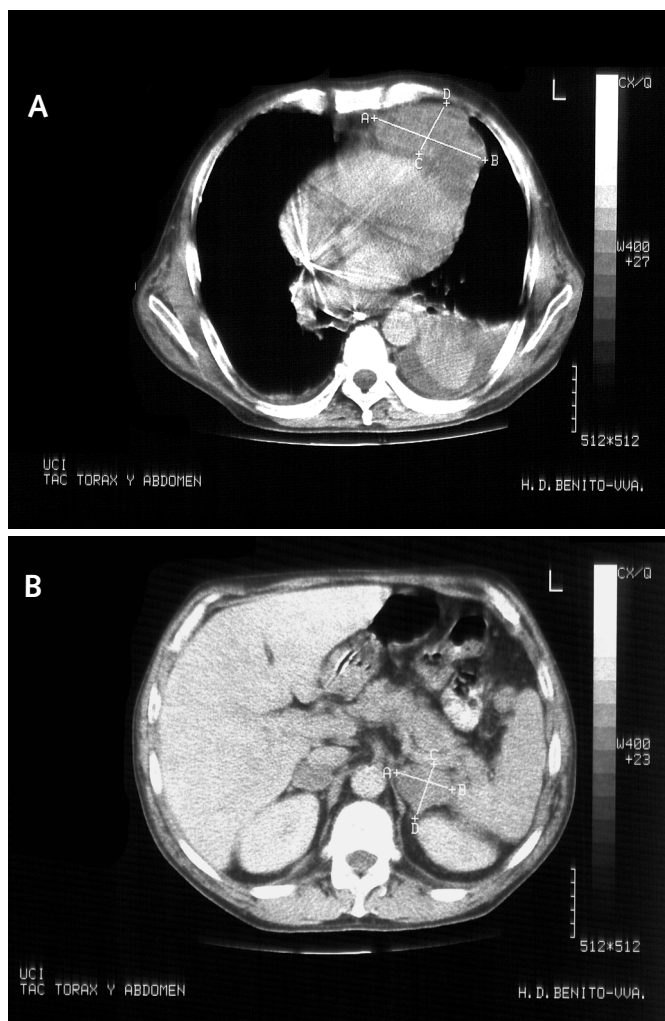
A: TAC de tórax que demuestra una masa pulmonar de bronquio de lóbulo inferior izquierdo con adenopatías en mediastino y atelectasia lobar inferior izquierda. B: TAC de abdomen en el que se evidencia una masa suprarrenal izquierda que mide aproximadamente 3 x 4 cm de diámetro anteroposterior y transversal respectivamente.
